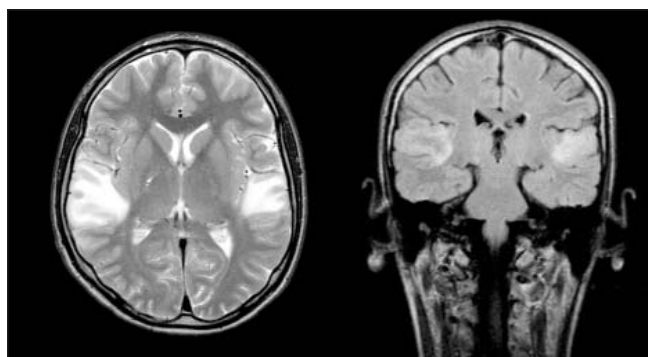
МРТ головного мозга в режимах T2 ВИ и FLAIR (март 2009 г.). Определяются симметричные очаги повышенной интенсивности МР-сигнала в кортико-субкортикальных отделах височных долей обоих полушарий
